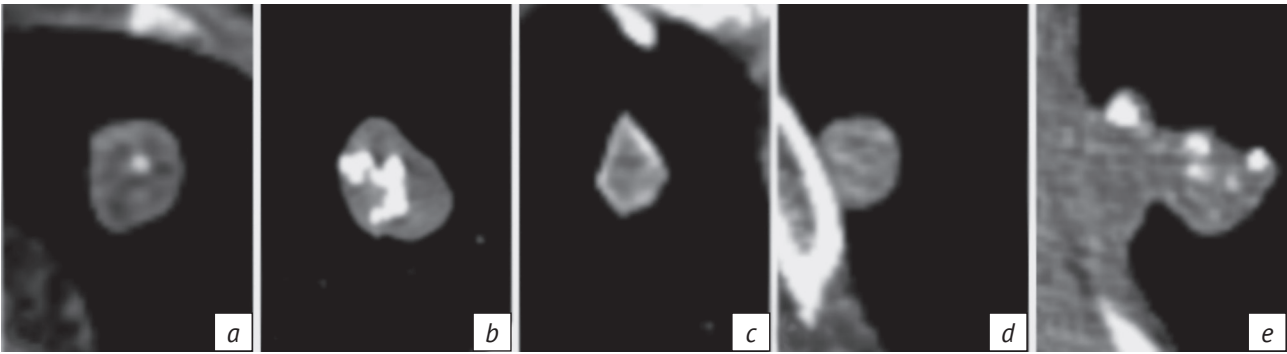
КТ легких в мягкотканном окне, аксиальная проекция:
